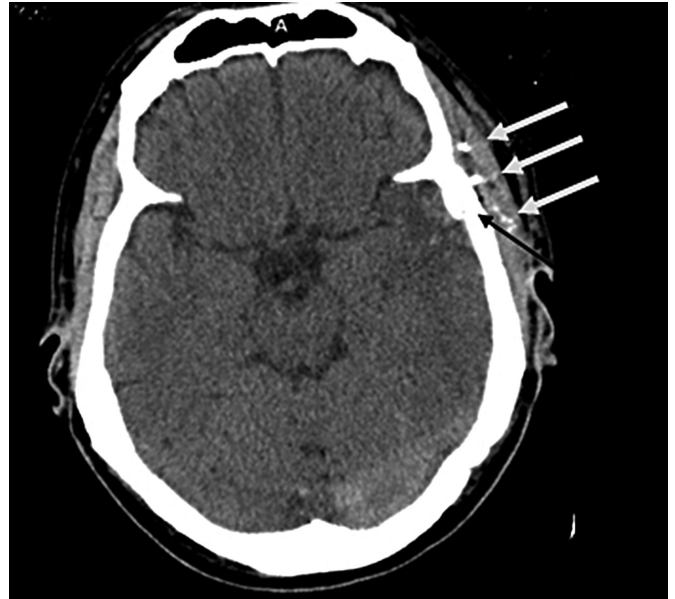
МСКТ пораненого з непроникаючим множинним уламковим сліпим черепно-мозковим пораненням, дірчасто-вдавленим переломом лівої скроневої кістки (сірими стрілками вказані уламки, чорною стрілкою вказаний вогнепальний вдавлений перелом).
